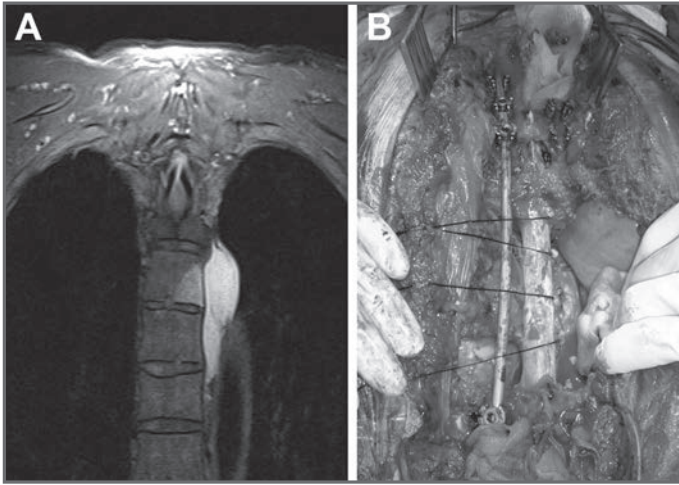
A. RM de masa preoperatoria. B. Defecto tras la vertebrectomía y la exéresis de la pieza quirúrgica.
